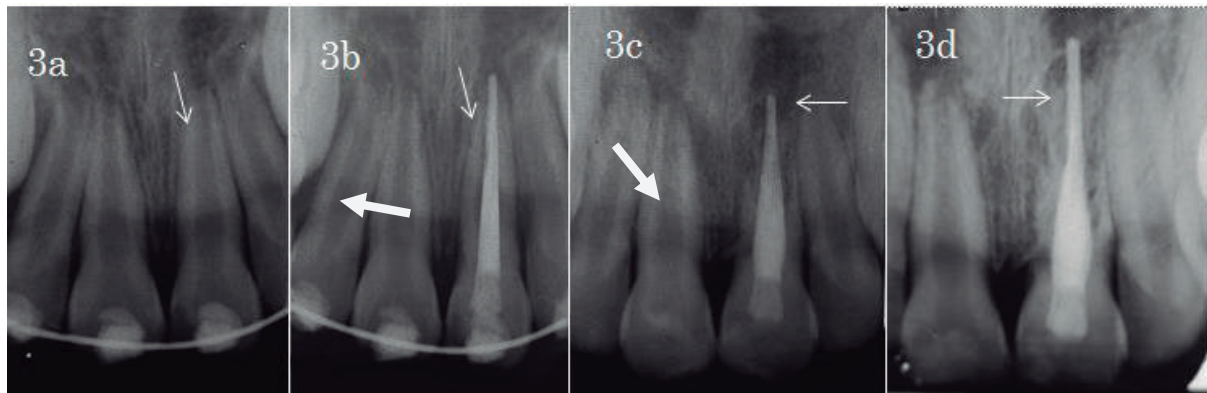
a: Radiografía inicial tomada después de la reimplantación y ferulización. b: Radiografía al terminar el tratamiento de Endodoncia. c: Radiografía tomada a la paciente un año después de la reimplantación, muestra la reabsorción dental reemplazante d: Radiografía tomada 18 meses después, se observa trabeculado óseo con mayor radiopacidad.
